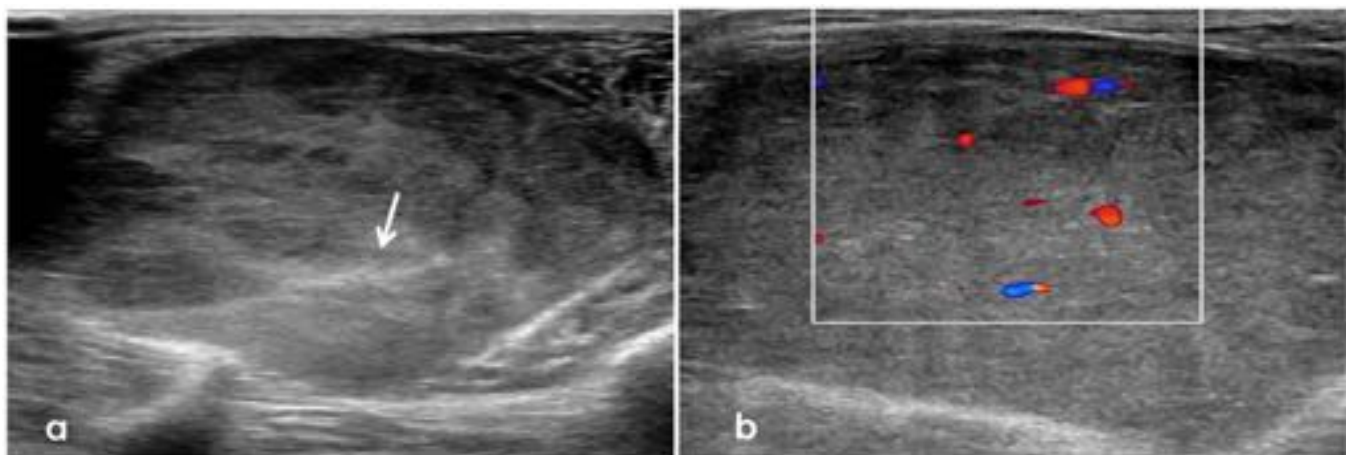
Ecografía en escala de grises (a) y Doppler (b) en la que se observa una masa de partes blandas
